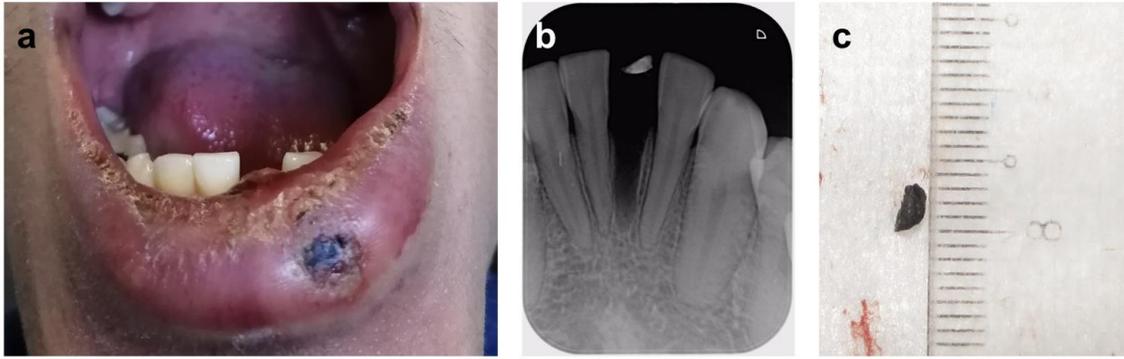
Lesión producto del impacto de PIC en zona de labio inferior. (a) Se observa imagen clínica de herida de labio inferior; (b) radiografía retroalveolar con cuerpo extraño en relación a diente 3.1 avulsionado; (c) cuerpo extraño luego de su remoción del labio inferior (metálico de 3 x 2 mm aproximadamente).
